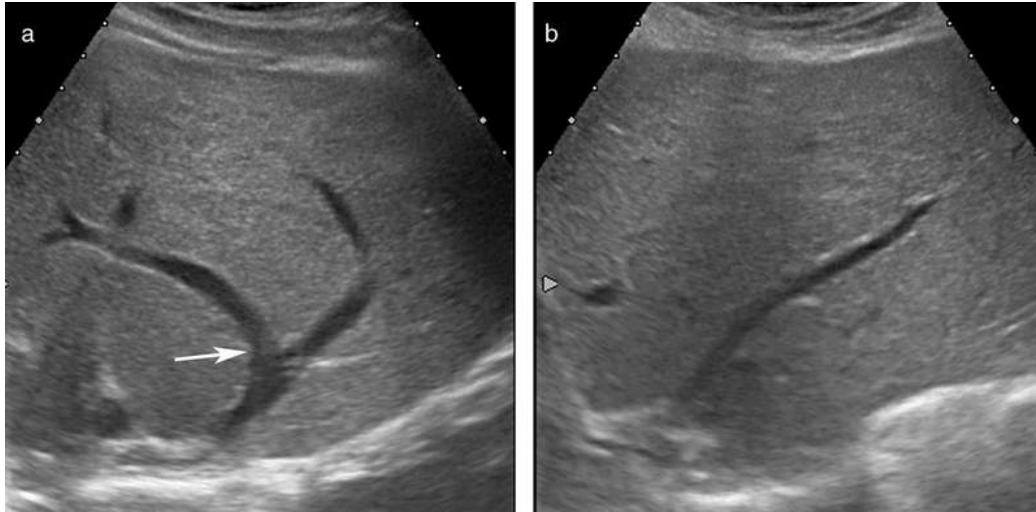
Aspect échographique précoce du foie gauche restant après hépatectomie droite élargie au segment IV.
